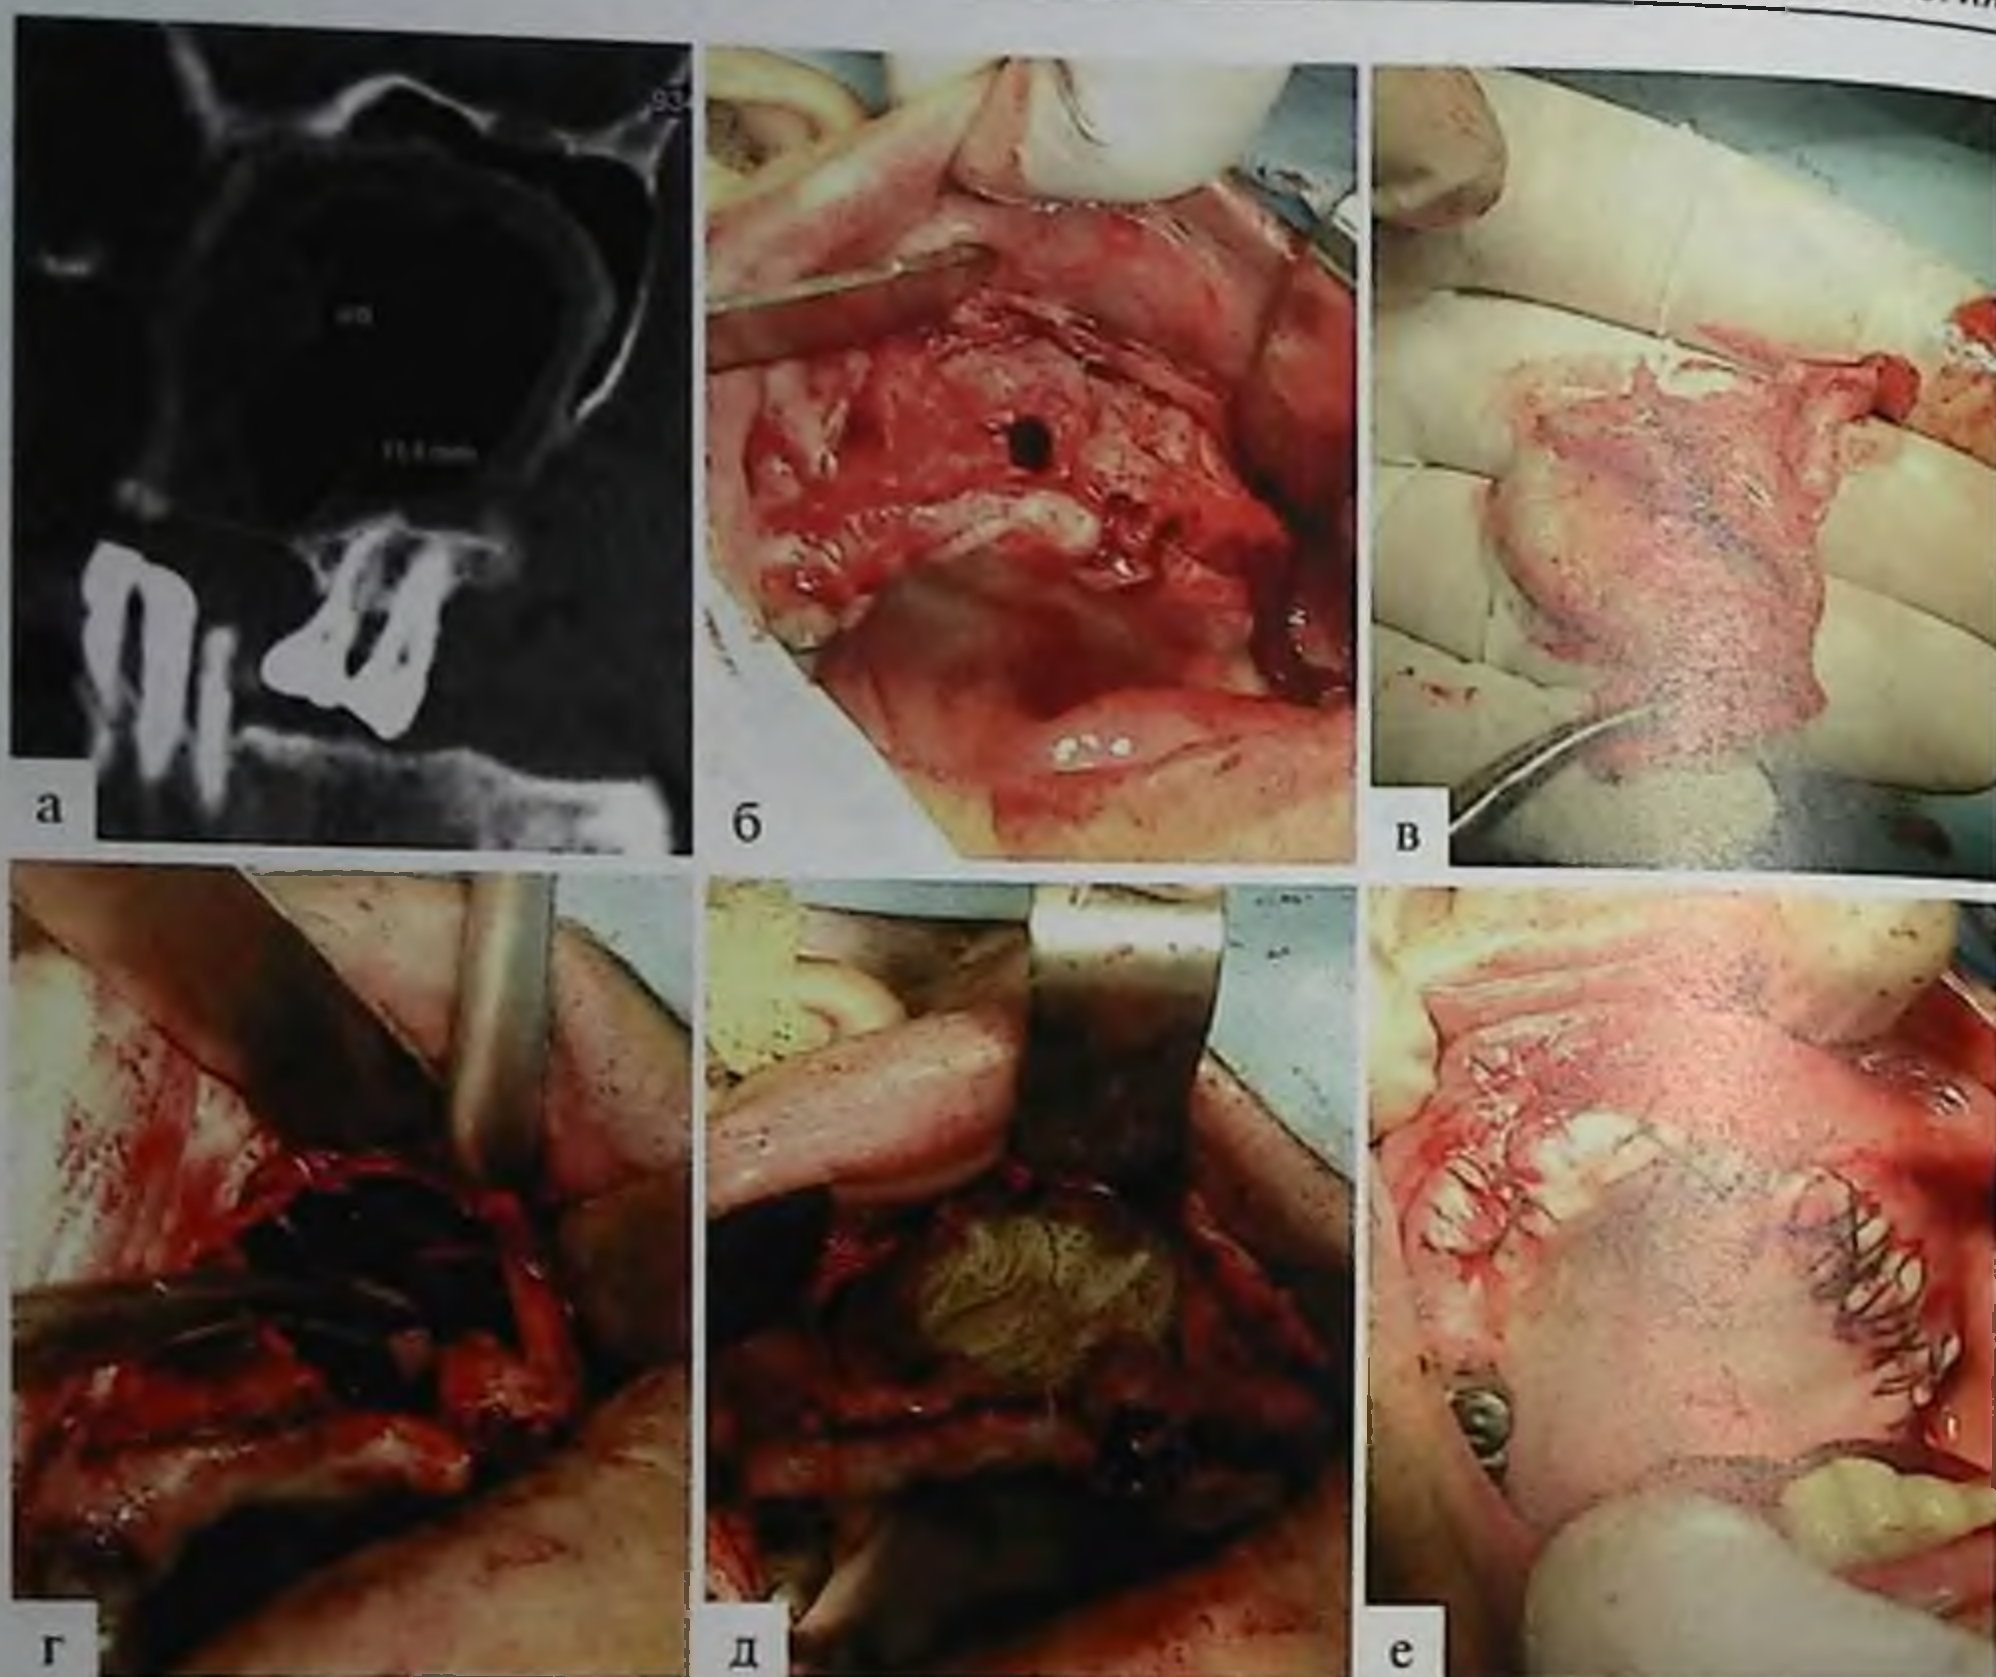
Оронозальная цистэктомия у пациента с радикулярной кистой верхней челюсти в боковом отделе, оттеснившей дно верхнечелюстного синуса: а — компьютерная томография в боковой проекции, видна полость кисты; б — слизисто-надкостничный лоскут отслоен, обнаружена узура; в — оболочка удаленной кисты; г — удалена костная стенка кисты; д — верхнечелюстной синус заполнен йодоформной турундой, конец которой выведен через резорбцию стенки носа наружу; е — вид после ушивания раны
